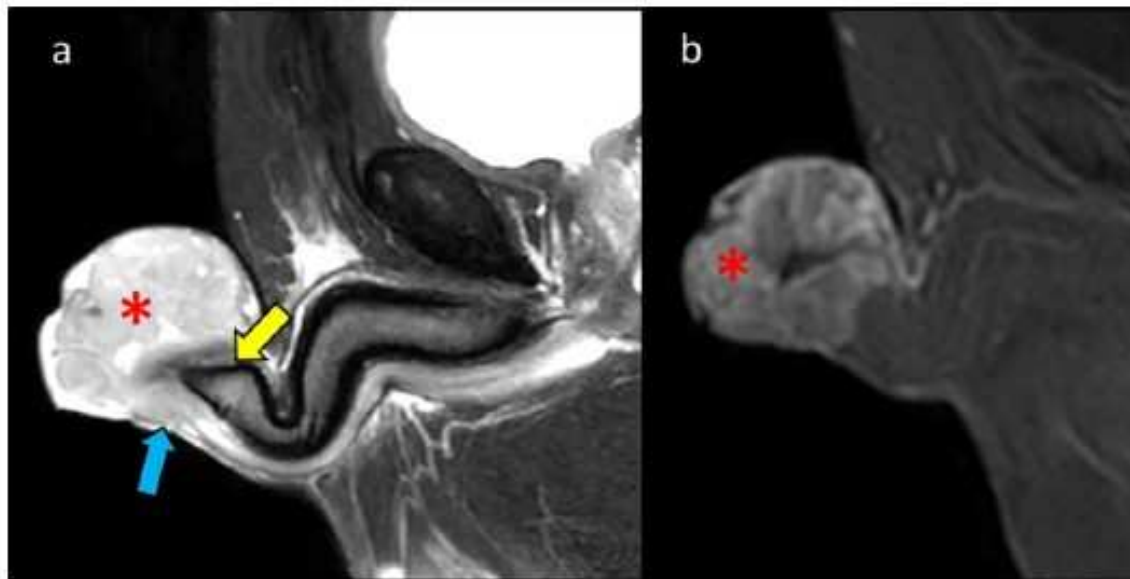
Resonancia magnética de un paciente con carcinoma escamocelular del glande. Las imágenes T2 ponderadas sagitales y T1 post-contraste muestran una masa verrugosa hiperintensa en T2 que presenta realce (asterisco rojo), con invasión evidente del cuerpo esponjoso (flecha azul) y efecto de masa sobre la túnica albugínea (flecha amarilla), sin evidencia de interrupción de esta. Adaptado de Rajamohan N, Kapoor H, Khurana A, Nelson L, Ganesh HS, Khatri G, Nair RT. MR imaging of penile pathology and prostheses. Abdominal Radiology (NY). 2025.
